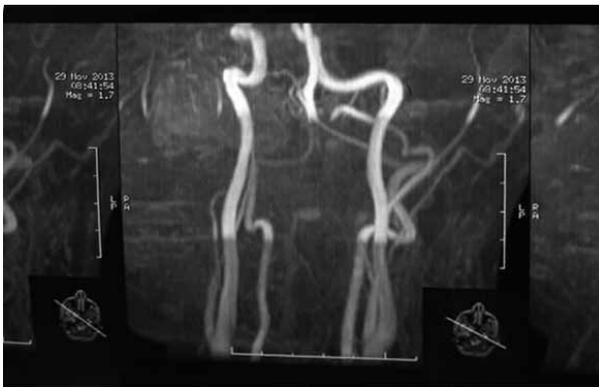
МРТ с контрастным исследованием сосудов околоушной области, глотки и шеи. Четко визуализируются сосудистые структуры шеи. Признаков инвазии опухолевого процесса во внутреннюю, наружную, общую сонные артерии и яремную вену нет. Все магистральные сосуды отнесены без признаков прорастания в них опухоли
